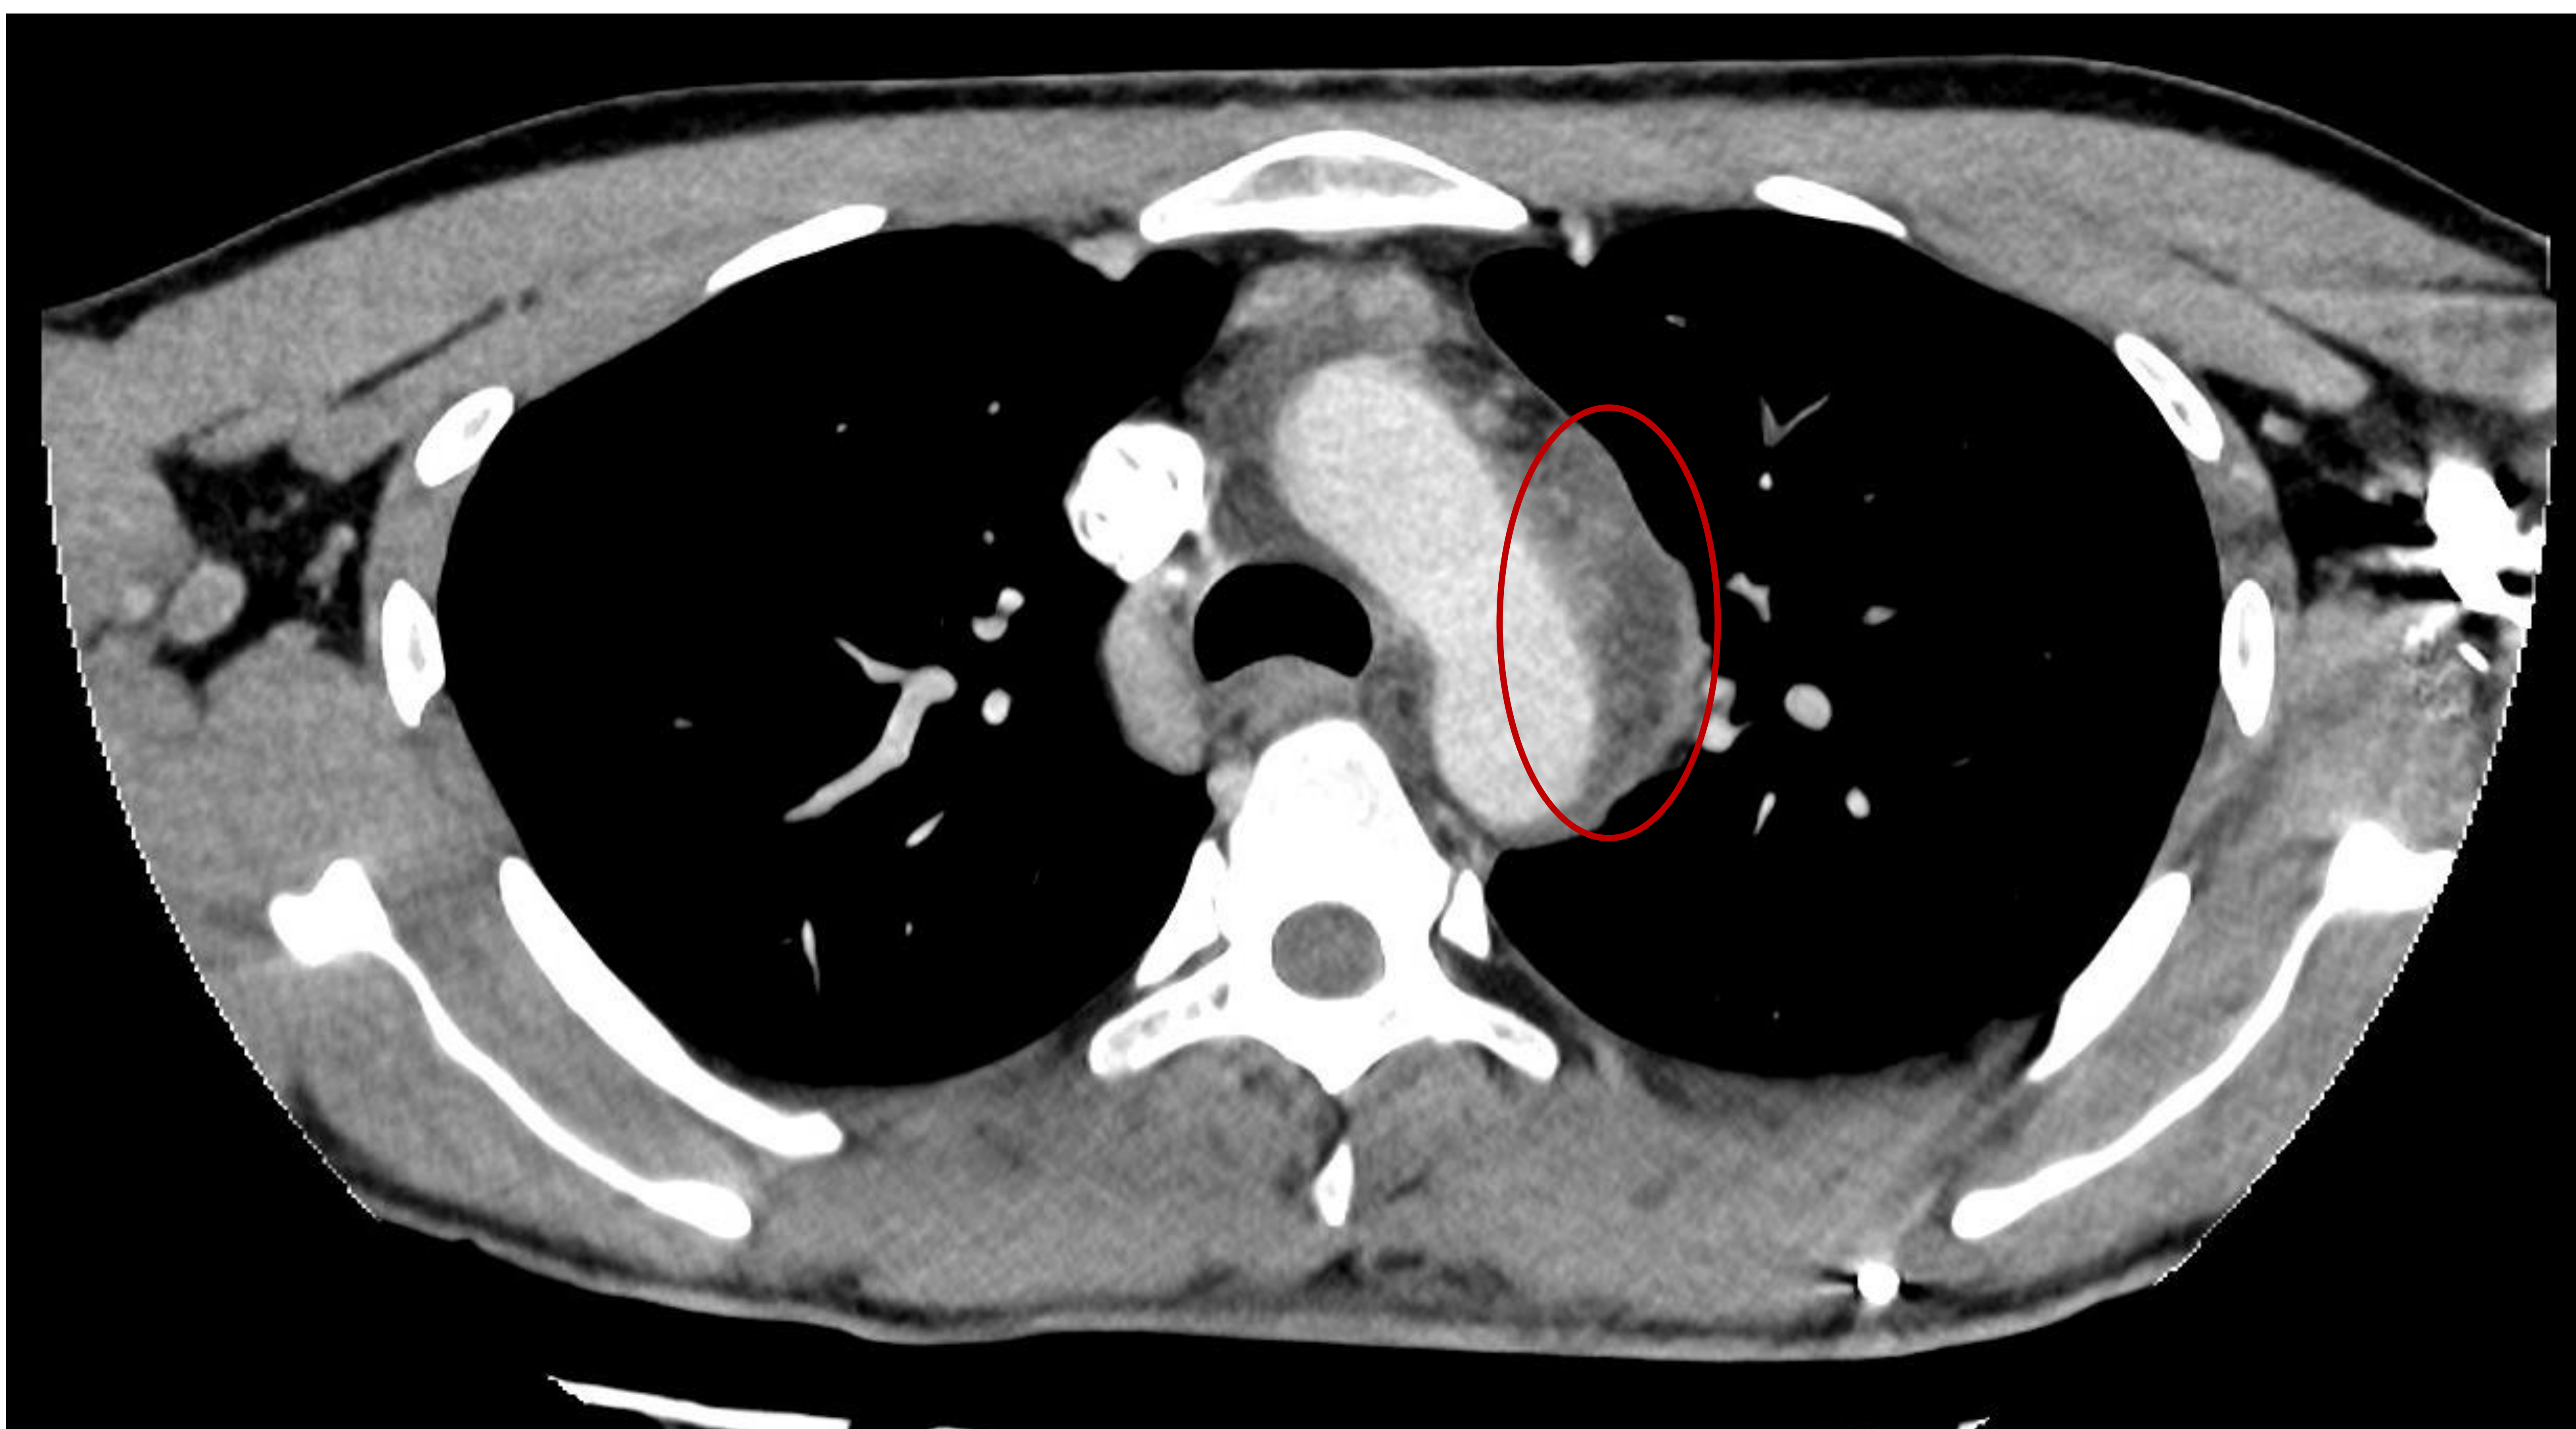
TC axial con civ del paciente anterior. Los cambios flemonosos se extienden hacia el mediastino (círculo rojo), con algunas burbujas de aire (no se muestran), hallazgos compatibles con mediastinitis necrotizante descendente, complicación descrita de infecciones odontogénicas.
